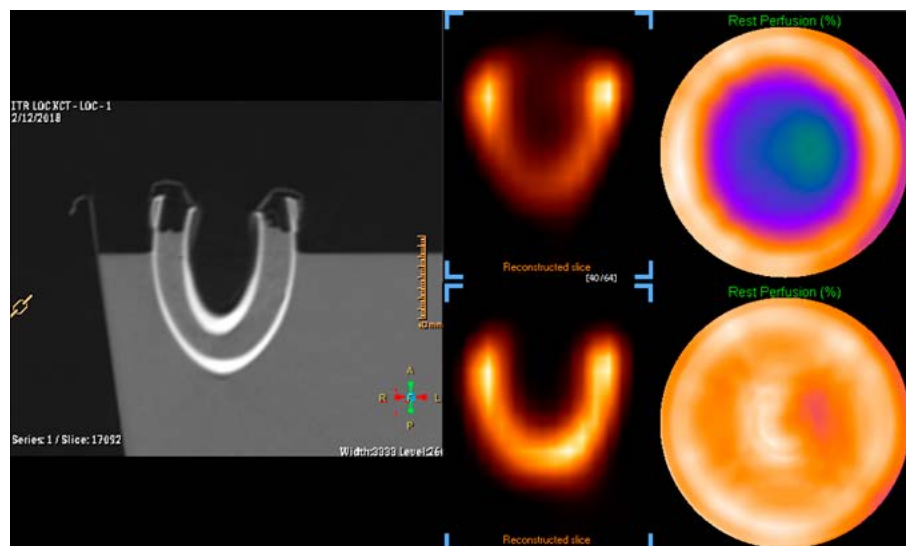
Моделирование поглощения излучения и его коррекция с помощью КТ-данных
